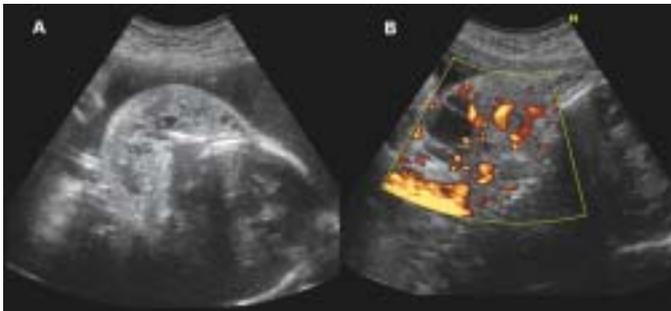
Imagen de modo B a nivel del cuello fetal, donde se observa la masa tumoral de características ecodensa y heterogénea, con pequeñas áreas econegativas (A). Modalidad de power doppler mostrando la vascularización de la lesión tumoral (B).
